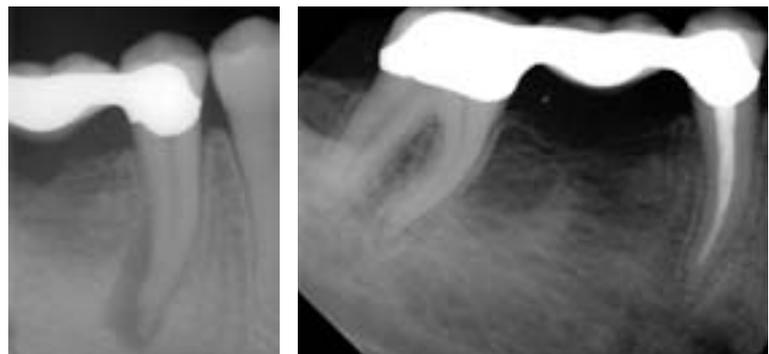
Erfolgreiche Primärbehandlung am Zahn 4.5; röntgenologisch erkennbarer Parodontalspalt nach zwei Jahren.
